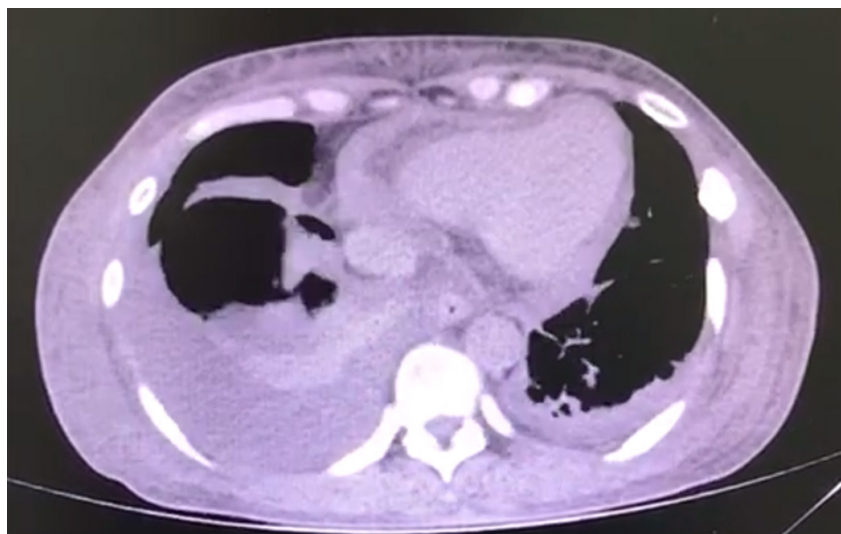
TAC simple de tórax corte axial ventana mediastínica. Derrame pleural bilateral, predominio derecho, derrame pericárdico.
